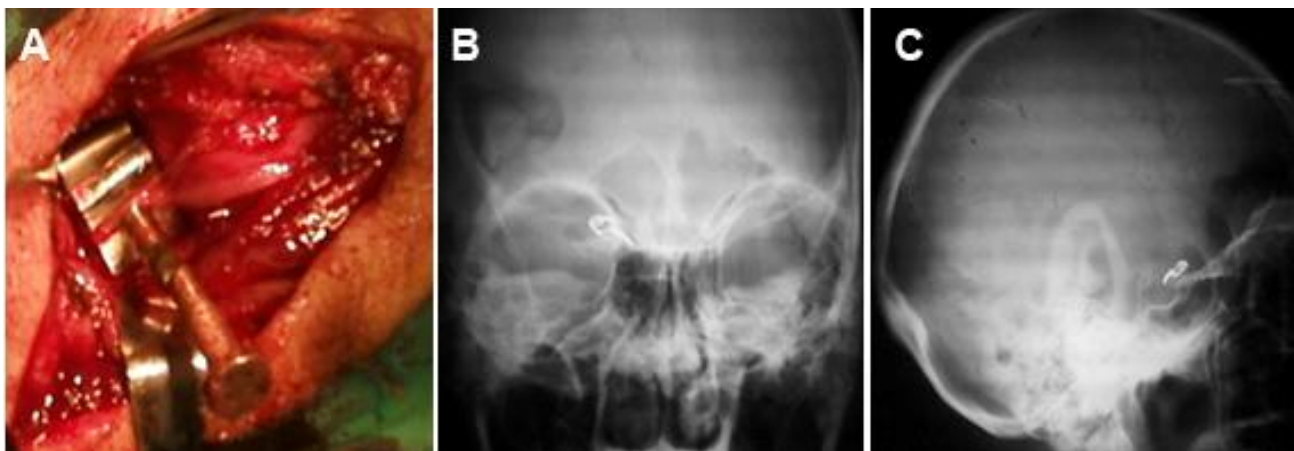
Fases del tratamiento quirúrgico. A. Arterias carótidas común, interna y externas disecadas y la interna con el *clamp* de Selverston colocado por encima del cual se puede apreciar perfectamente el nervio vago derecho. B y C. Radiografías simples donde se aprecia la presilla intracraneal y la craneotomía *Key Hole* supraorbitaria derecha.
